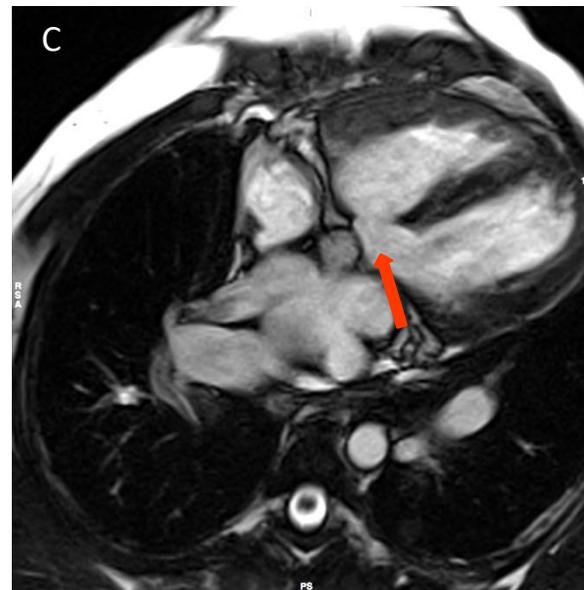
Imagens de RM cardíaca em planos de eixo curto (A) e quatro câmaras (B e C), mostrando um grande defeito do septo interventricular (setas)
